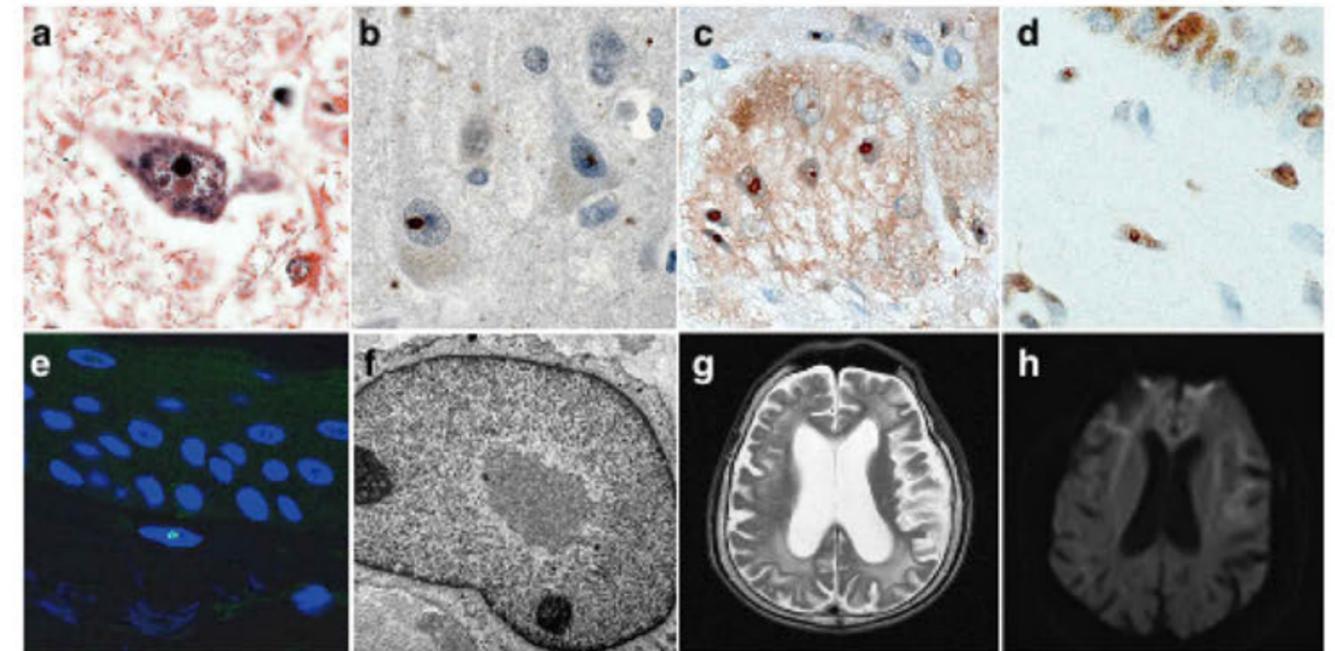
NIIDでは様々な細胞に核内封入体が認められる。頭部MRIではT2像で白質脳症が認められ、DWI像では異常な高信号が認められる。a. 脊髄前角細胞 (HE染色) b. 大脳神経細胞 (抗ユビキチン抗体免疫染色) c. 腸管神経叢神経細胞 (抗ユビキチン抗体免疫染色) d. 皮膚線維芽細胞 (抗ユビキチン抗体免疫染色) e. 皮膚線維芽細胞 (抗ユビキチン抗体免疫蛍光染色) f. 皮膚線維芽細胞 (電子顕微鏡) g. 頭部MRI画像 (T2) h. 頭部MRI画像 (DWI)
